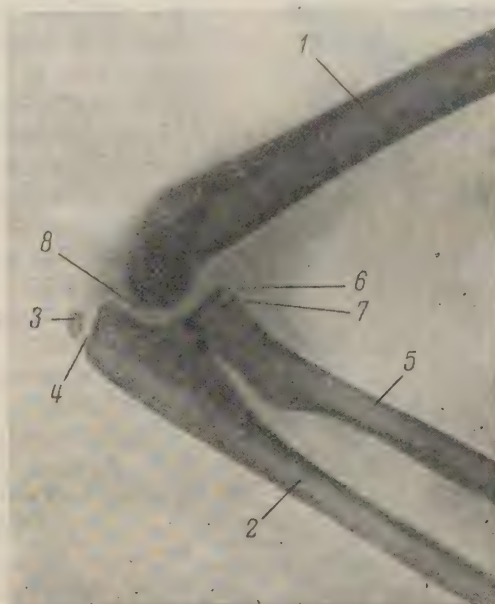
Рентгенограмма локтевого сустава девочки 9 лет (боковая проекция).
